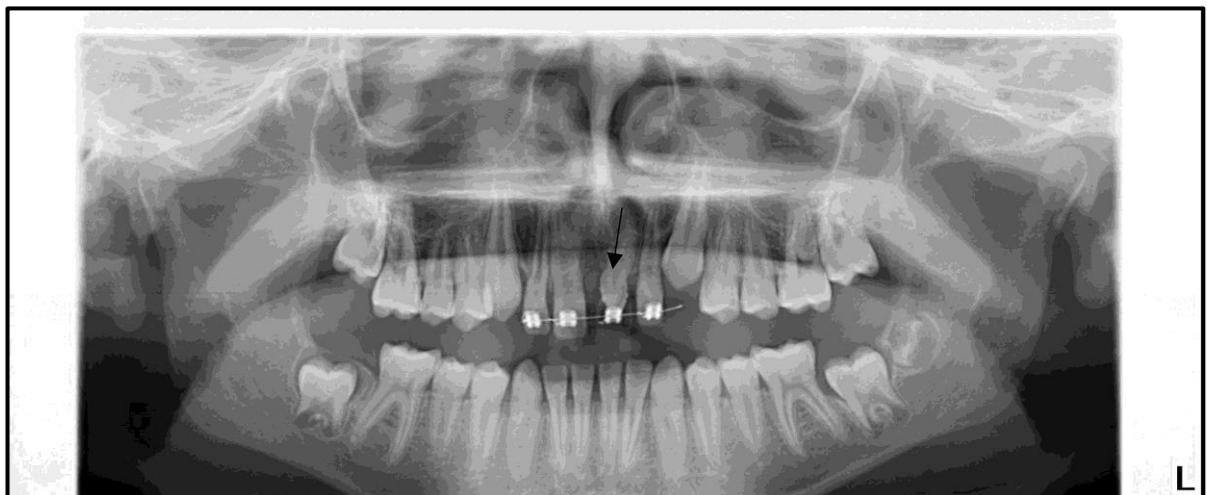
Orthopantomogramme en cours de traction du mésiodens avec réalisation de la prothèse fixée transitoire. CHU de Nantes.
